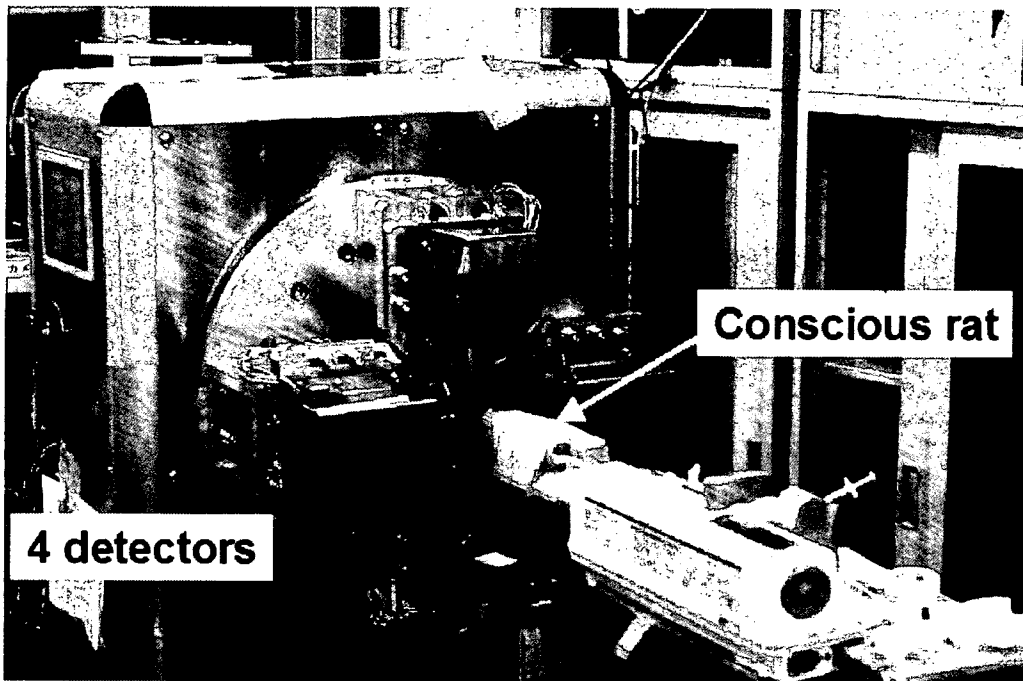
小型高解像度検出器4台搭載小動物専用SPECT装置。生きた状態でのラット心筋血流量定量測定。
